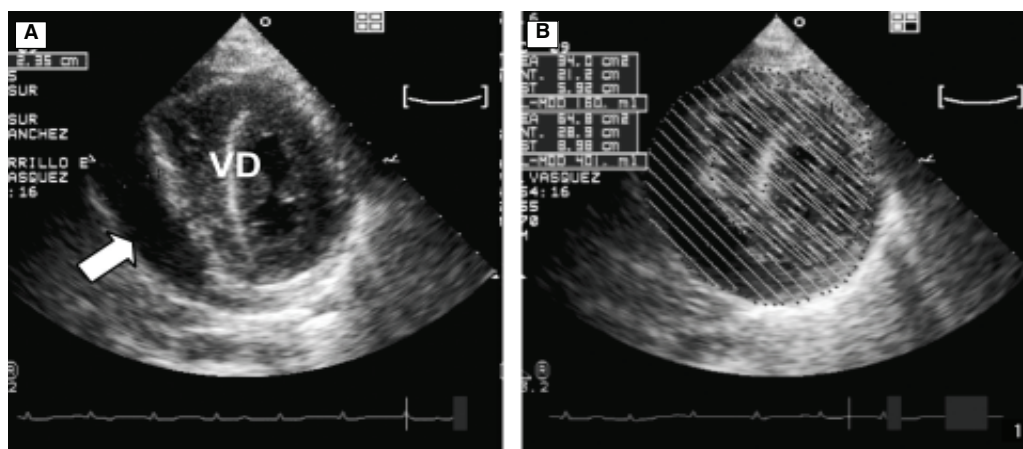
A. Ecocardiograma donde se observa gran derrame pericárdico (flecha) que condiciona colapso del ventrículo derecho (VD). B. Cálculo del volumen del derrame pericárdico.
